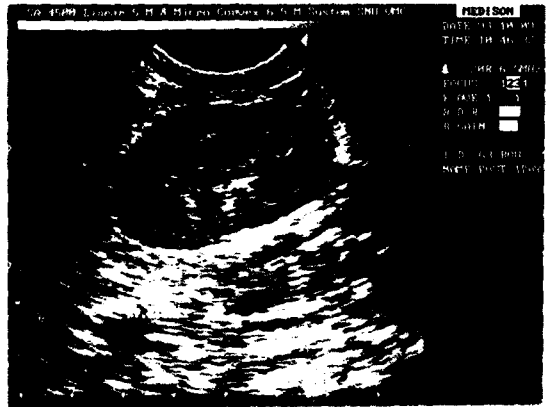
Parasagittal 스캔한 정상 신장의 초음파상.
